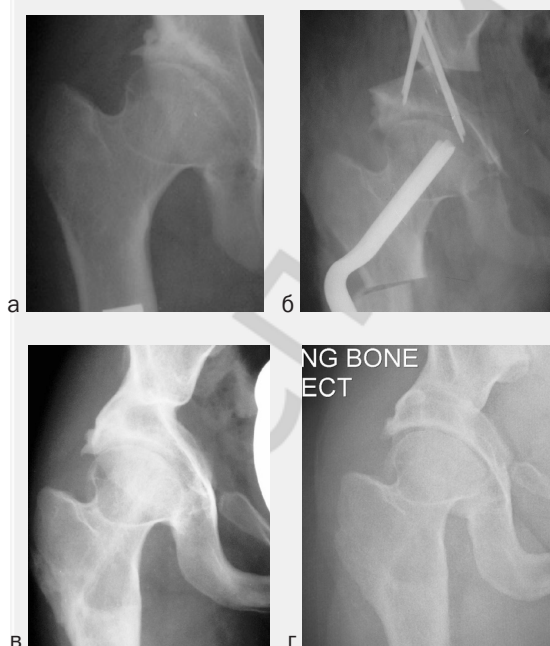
Рентгенограмма правого тазобедренного сустава больной Ч., 14 лет: а) до операции - фас, б) непосредственный результат, в) результат через 2 года, г) результат через 11 лет с момента операции.
